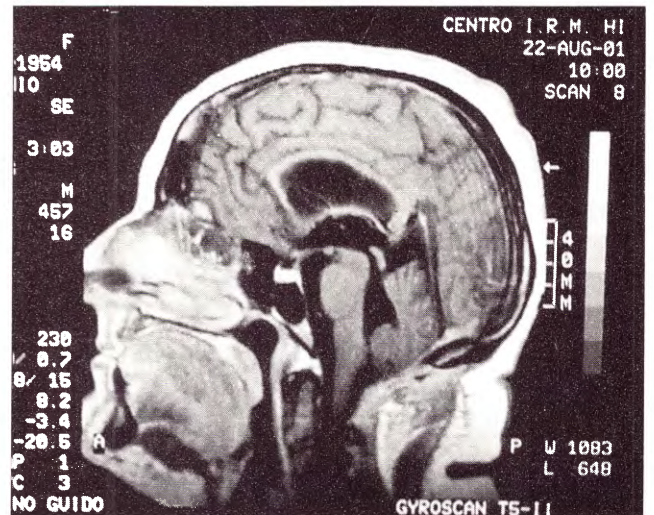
IRM sagital postoperatoria, sin evidencia de lesión.
